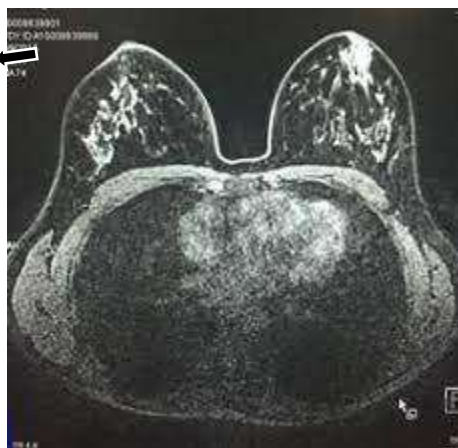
IRM mammaire avec présence d'une masse mammaire sur le sein gauche [33].
